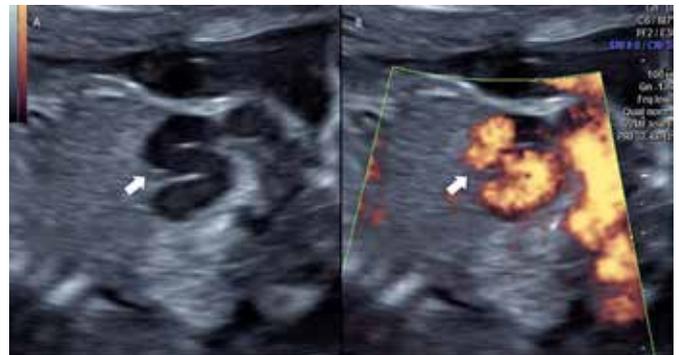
Na imagem, a seta grossa representa a veia umbilical intra-abdominal, tortuosa, dilatada, drenando para veia ílica direita. Detalhe do modo B a esquerda (A) e Power Doppler (B) a direita.
